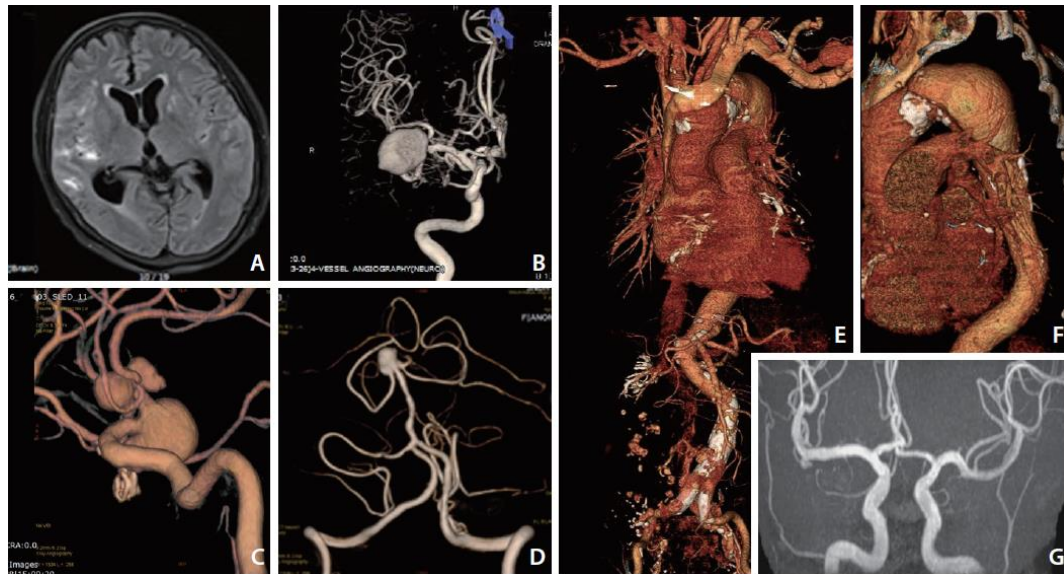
AIs con características excéntricas asociadas a deformidades intrínsecas de la pared del vaso. Una mujer de 55 años ingresó por una hemorragia subaracnoidea aneurismática (HSA) en la fisura de Silvio derecha (A). Un gran aneurisma en la arteria cerebral media derecha (ACM) se consideró como lesión culpable de HSA (B). Sin embargo, también se observaron múltiples aneurismas grandes en las arterias comunicantes anterior y cerebral anterior (C) y en la arteria basilar (D). El segundo paciente era una mujer de 53 años que se quejaba de molestias torácicas anteriores. La angiografía por tomografía computarizada mostró un gran aneurisma que afectaba a la aorta torácica descendente (E, F). También se detectó un aneurisma intracraneal en la bifurcación de la MCA derecha de la angiografía por resonancia magnética de cribado (G).
